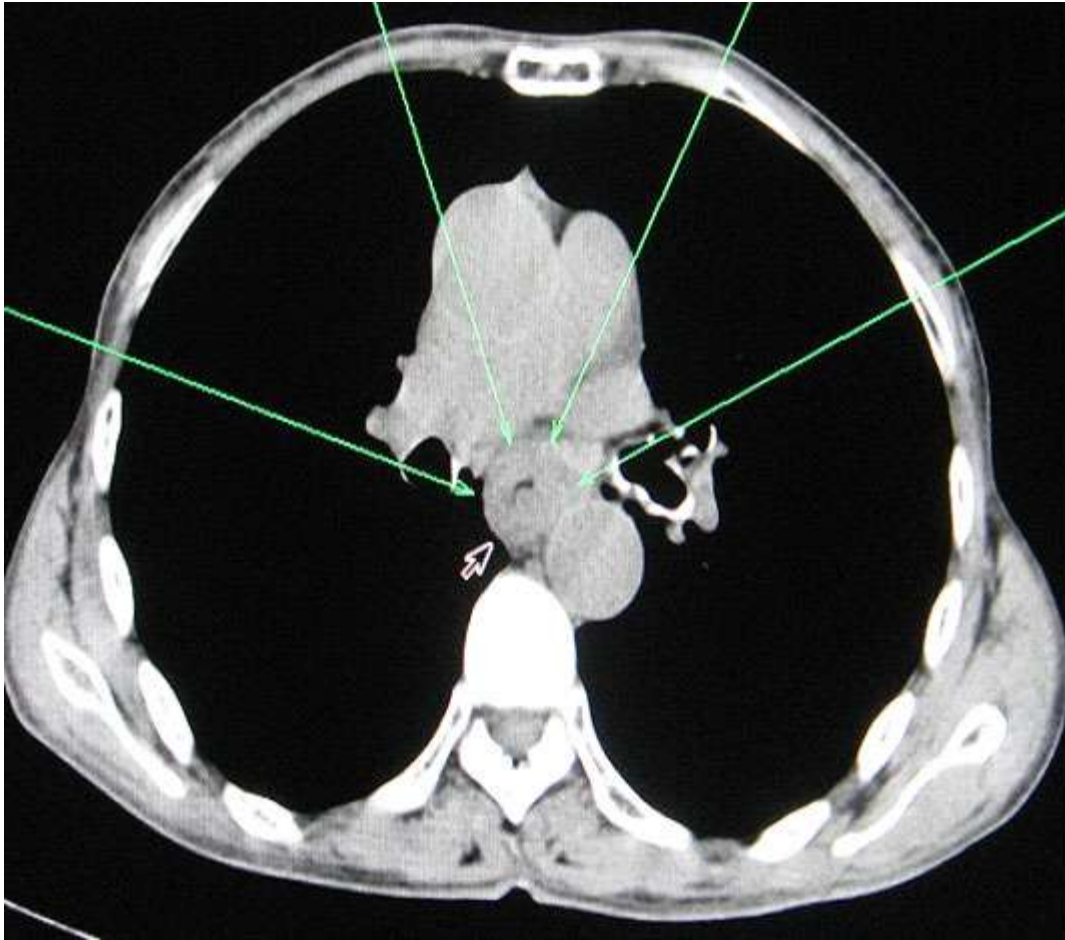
TAC multicorte Tórax. Señalado la estenosis tumoral esofágica.
